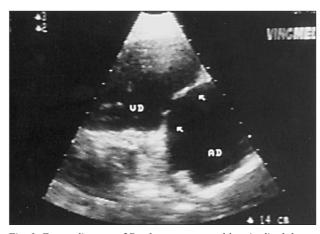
Ecocardiograma 2D, plano paresternal longitudinal de entrada cavidades derechas. Se observa una válvula tricúspide con valvas engrosadas y rígidas que no coaptan; AD: aurícula derecha; VD: ventrículo derecho; flechas: válvula tricúspide.
